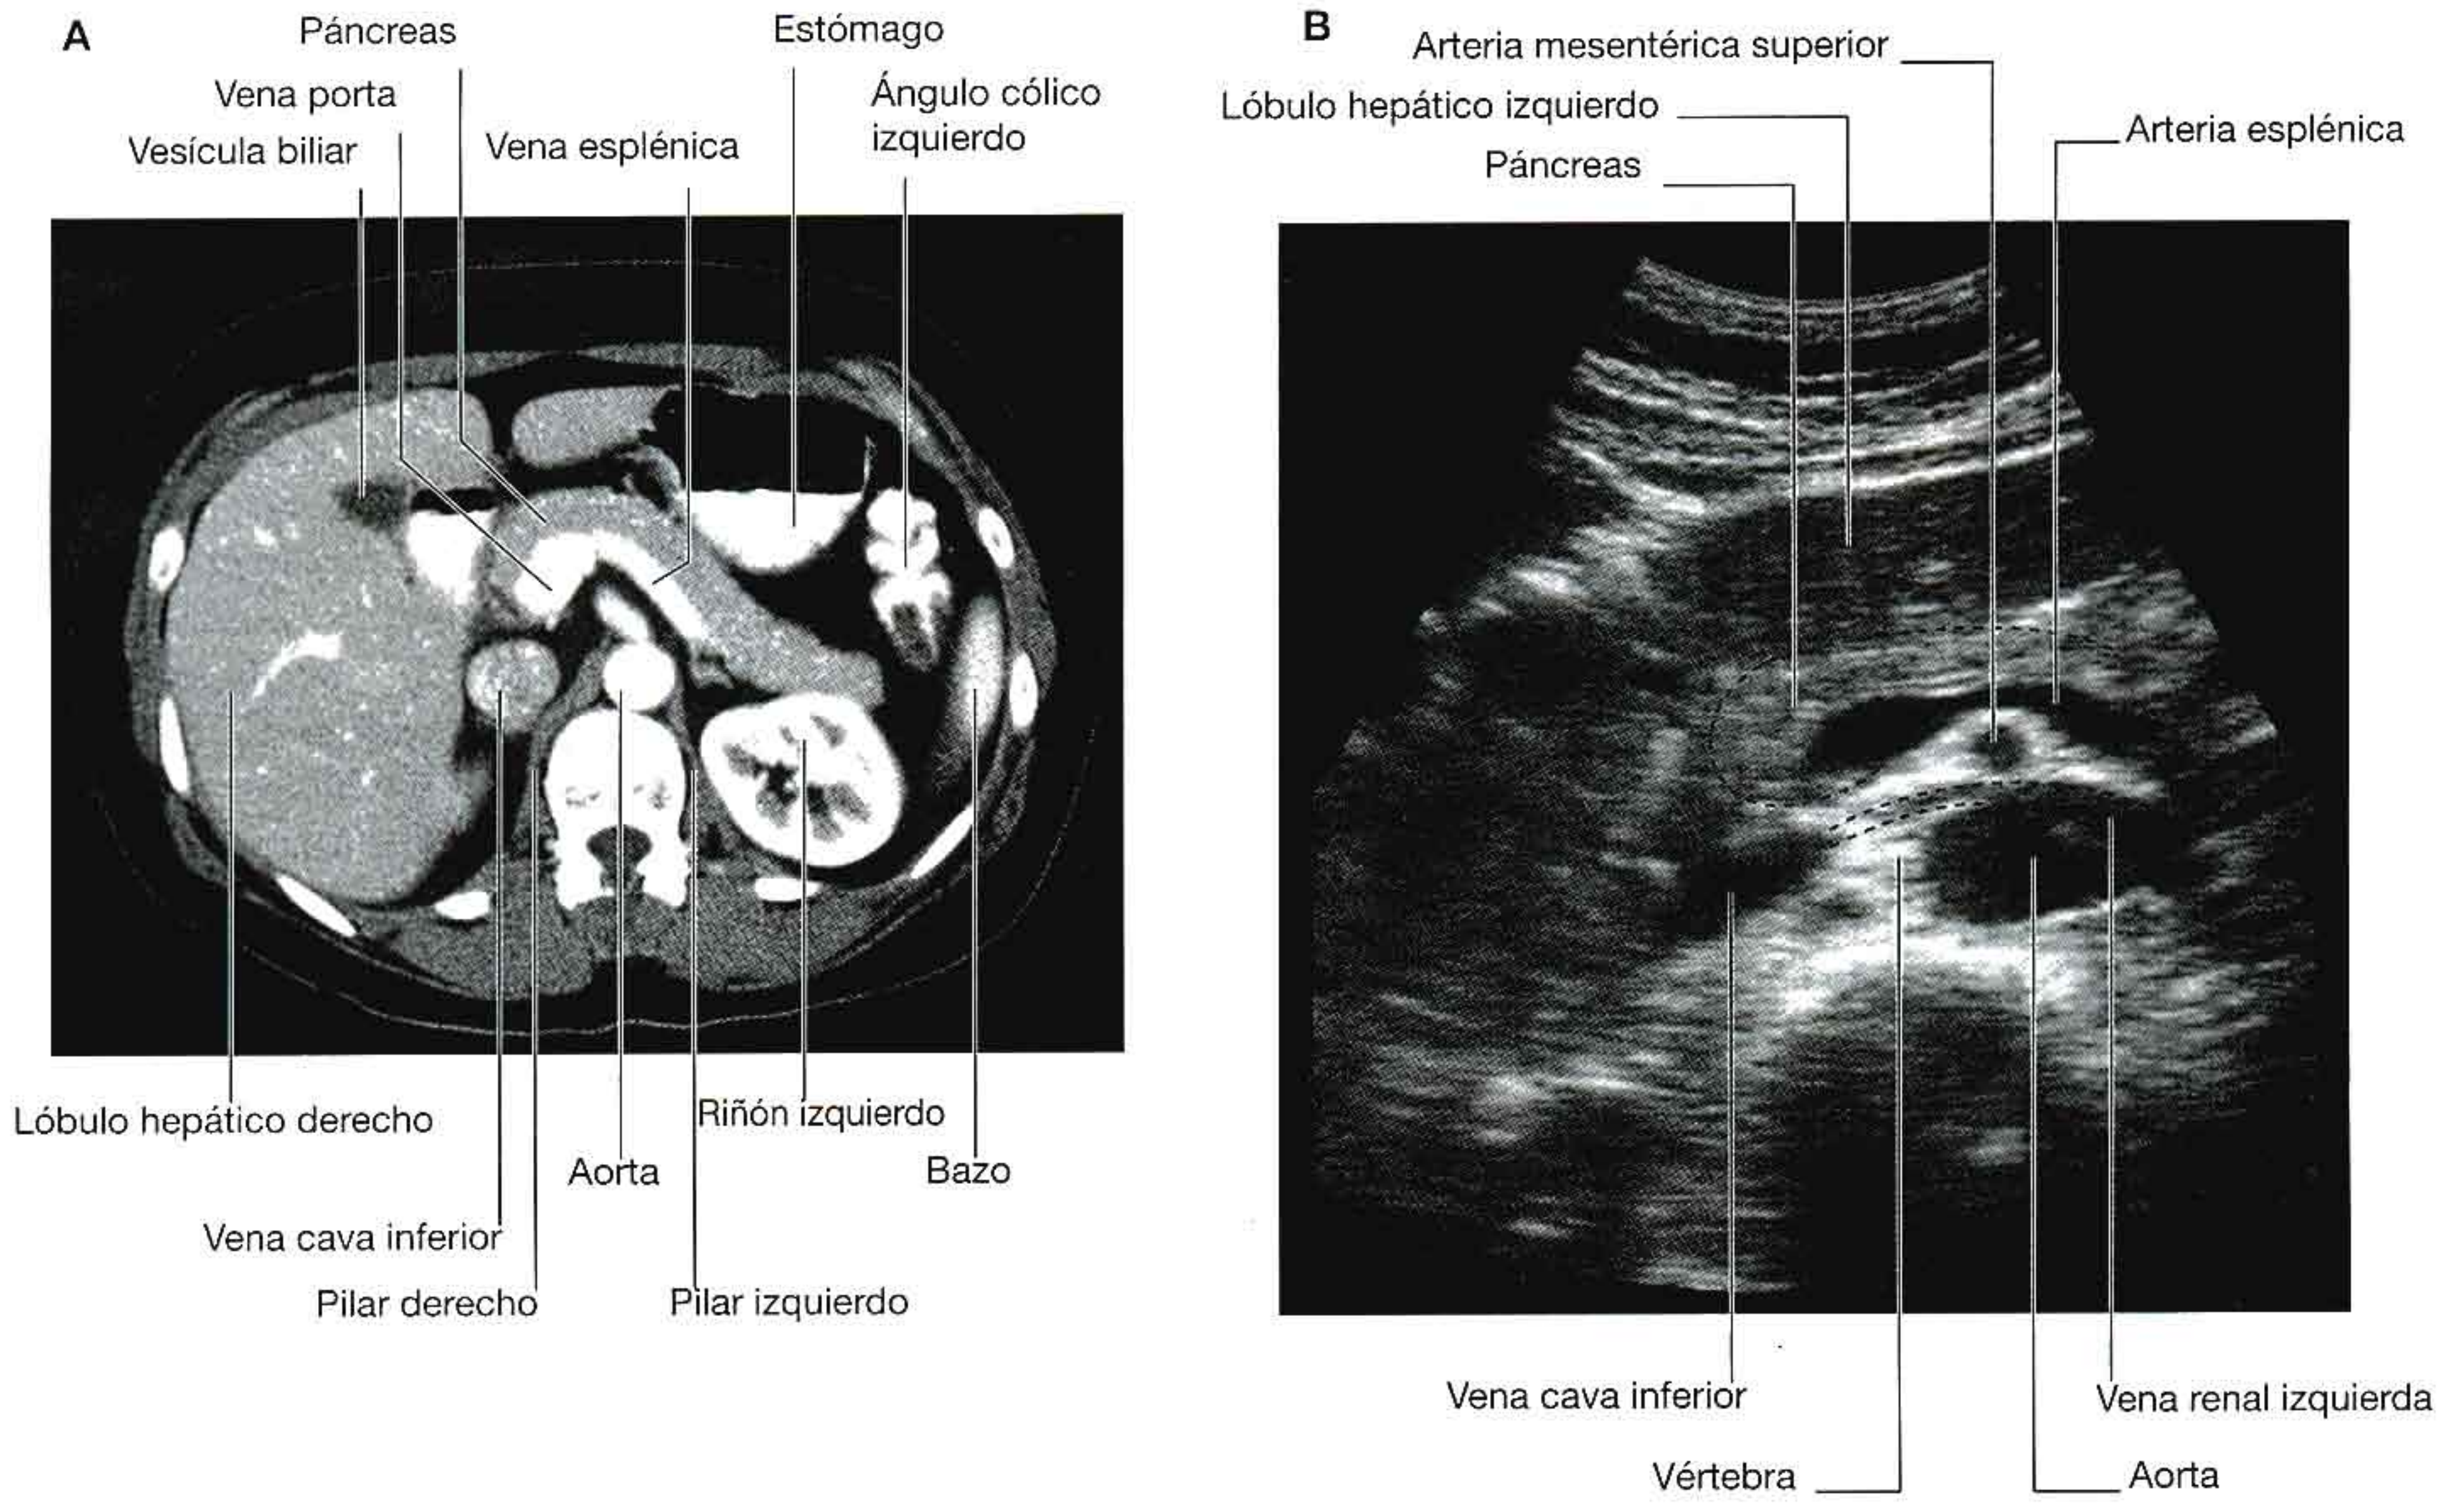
Imágenes del abdomen. A. Tomografía computarizada con contraste, plano axial. B. Ecografía abdominal.
